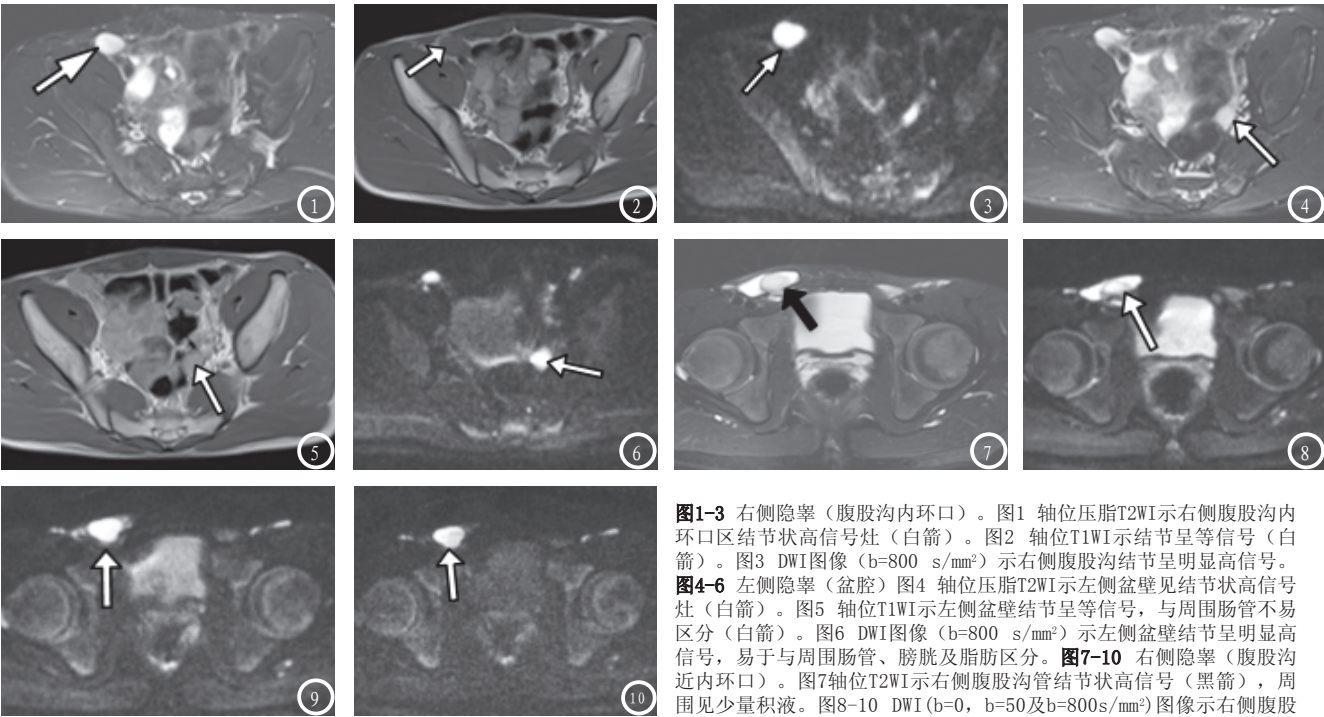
右侧隐睾(腹股沟内环口)。图1 轴位压脂T2WI示右侧腹股沟内环口区结节状高信号灶(白箭)。图2 轴位T1WI示结节呈等信号(白箭)。图3 DWI图像(b=800 s/mm²)示右侧腹股沟结节呈明显高信号。图4-6 左侧隐睾(盆腔)图4 轴位压脂T2WI示左侧盆壁见结节状高信号灶(白箭)。图5 轴位T1WI示左侧盆壁结节呈等信号,与周围肠管不易区分(白箭)。图6 DWI图像(b=800 s/mm²)示左侧盆壁结节呈明显高信号,易于与周围肠管、膀胱及脂肪区分。图7-10 右侧隐睾(腹股沟近内环口)。图7轴位T2WI示右侧腹股沟管结节状高信号(黑箭),周围见少量积液。图8-10 DWI(b=0, b=50及b=800s/mm²)图像示右侧腹股沟结节与周围积液信号的变化, b=800s/mm² (图10)示周围积液明显降低,而结节状隐睾呈明显高信号(白箭),与周围结构对比明显。
